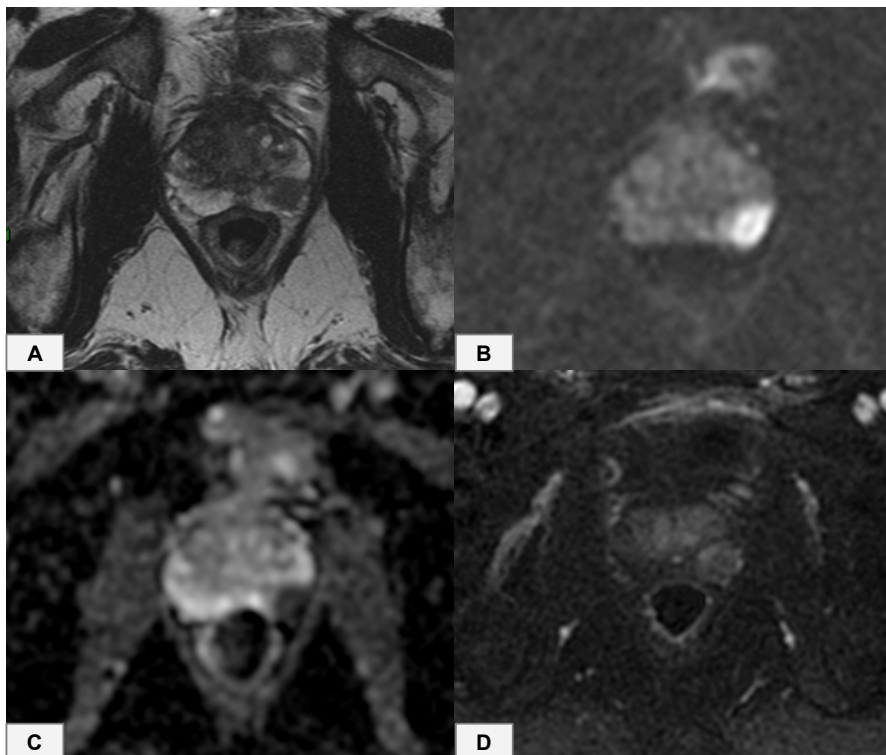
Exame de RM multiparamétrica da próstata de um paciente de 60 anos, com alteração do toque retal à esquerda. Observa-se uma lesão de 1,6 cm na região basal da zona periférica esquerda, com baixo sinal na sequência ponderada em T2 (A), acentuada restrição à difusão das moléculas de água, caracterizada por alto sinal na sequência DWI (B), baixo sinal no mapa ADC (C) e hiper-realce precoce pelo meio de contraste nas sequências T1 pós-contraste (D). Destaca-se, ainda, irregularidade dos contornos prostáticos adjacentes à lesão, sugerindo extensão extraprostática. Diante do conjunto de achados, a lesão é classificada com PI-RADS 5, traduzindo muito alta probabilidade de neoplasia prostática clinicamente significativa, o que foi comprovado pelo resultado anatomopatológico indicador de um adenocarcinoma de próstata.
